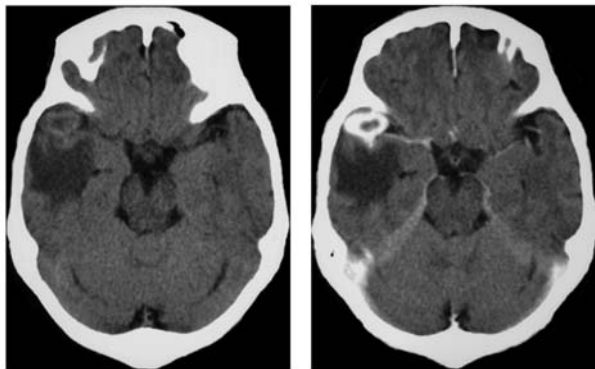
右: plane CT、左: 造影CT
